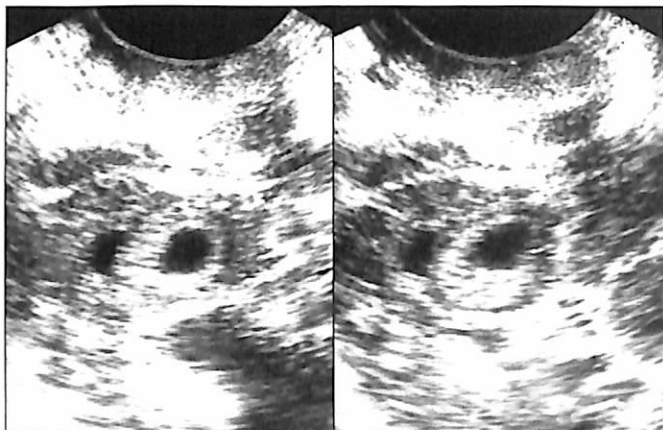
Расхождение результатов УЗИ на начальном этапе прерывания ампулярной трубной имплантации (3–4 НБ). Эктопическое Пл/Я с незначительной ретрохориальной гематомой.
